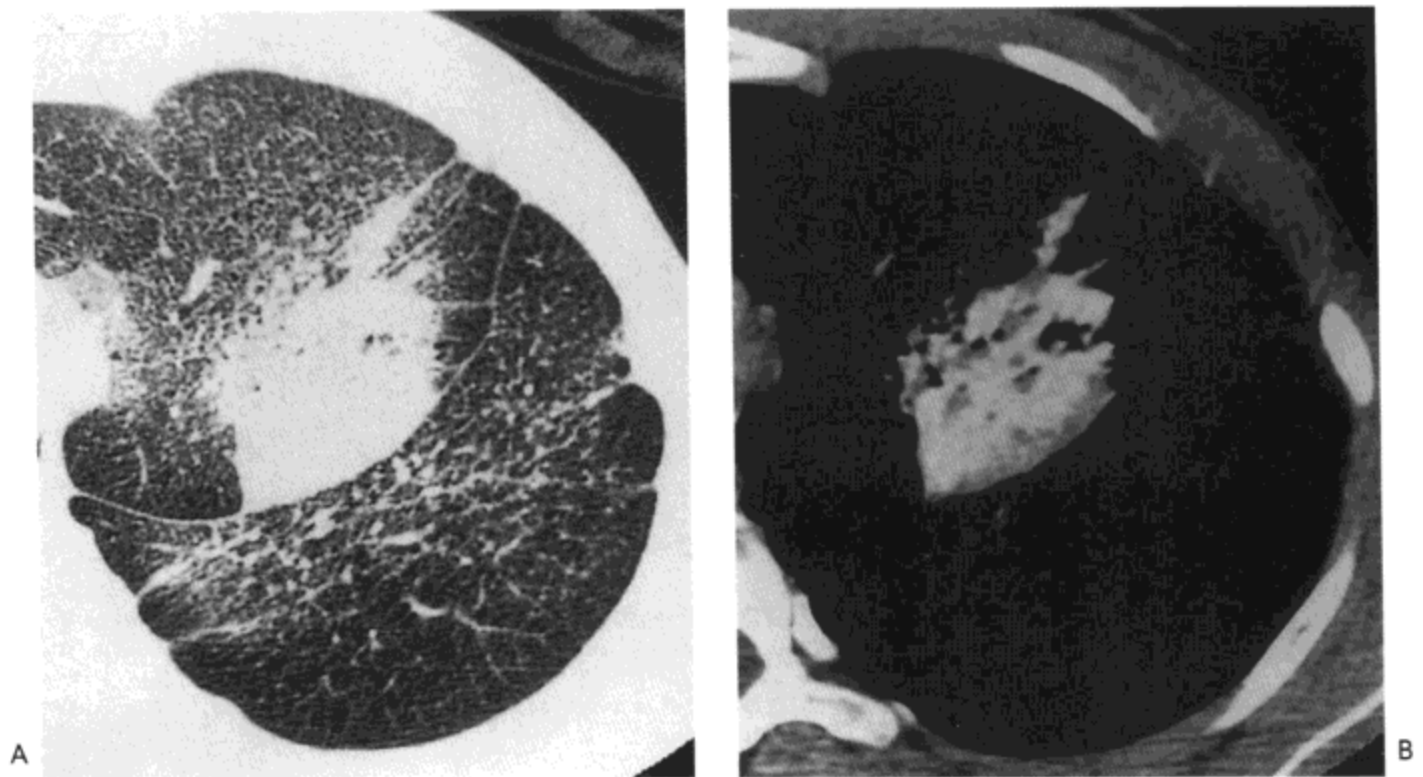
滑石肺。A: 左肺高分辨率 CT 影像示大量小结节, 左肺上叶内一聚结性肿块伴肺体积减小, 与肺气肿的表现。B: 软组织窗示高密度, 符合聚结肿块内滑石沉积。病人为一 27 岁的静脉吸毒者。
